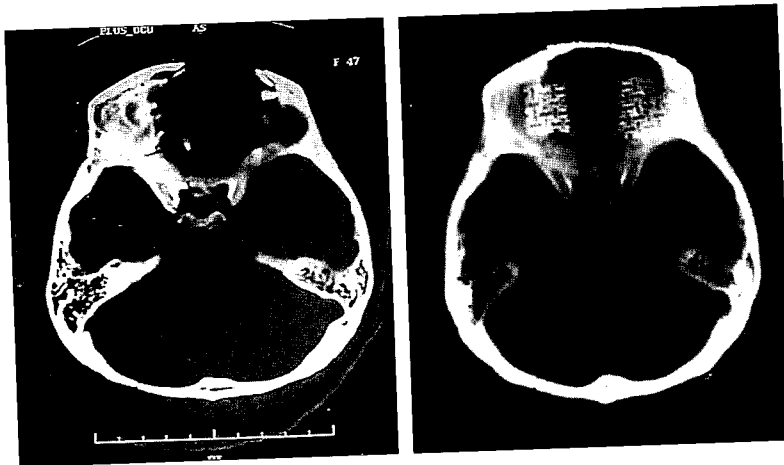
Case 4. Reconstruction of anterior wall of frontal sinus in cranialization. (Left) Pre-operative coronal CT scan shows displacement of anterior and posterior tables and partial bony defect. (Right) Postoperative axial CT scan shows reconstruction of orbital roof and anterior wall and cranialization of frontal sinus.
